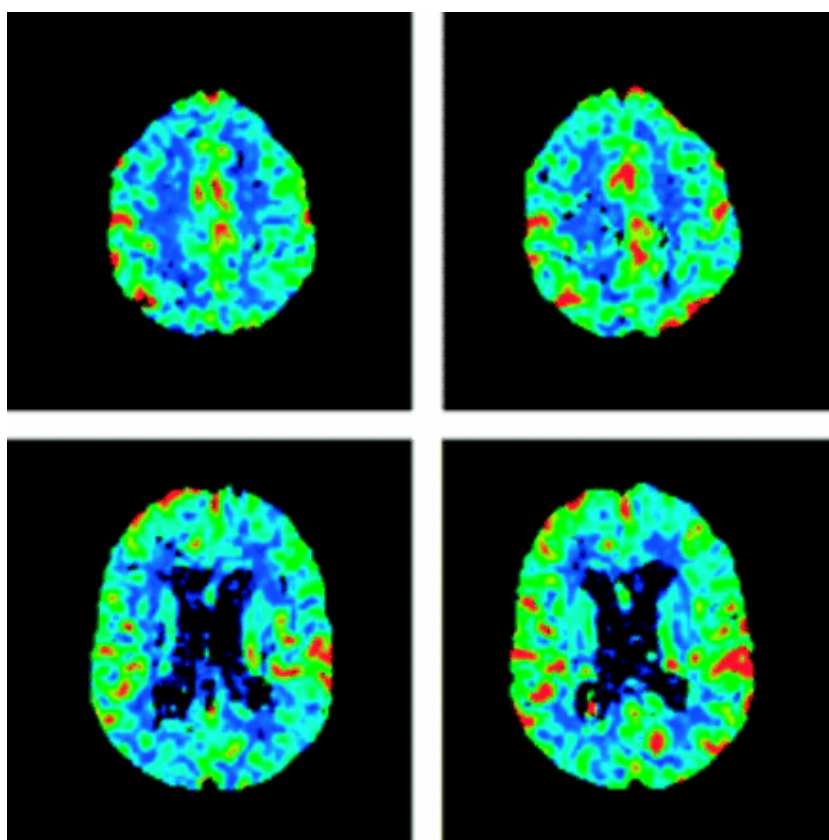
Perfusion weighted MRI : Absence d'amélioration du DSC chez un patient atteint d'HPN idiopathique, après PL. Avant (à gauche) et après PL (à droite).
